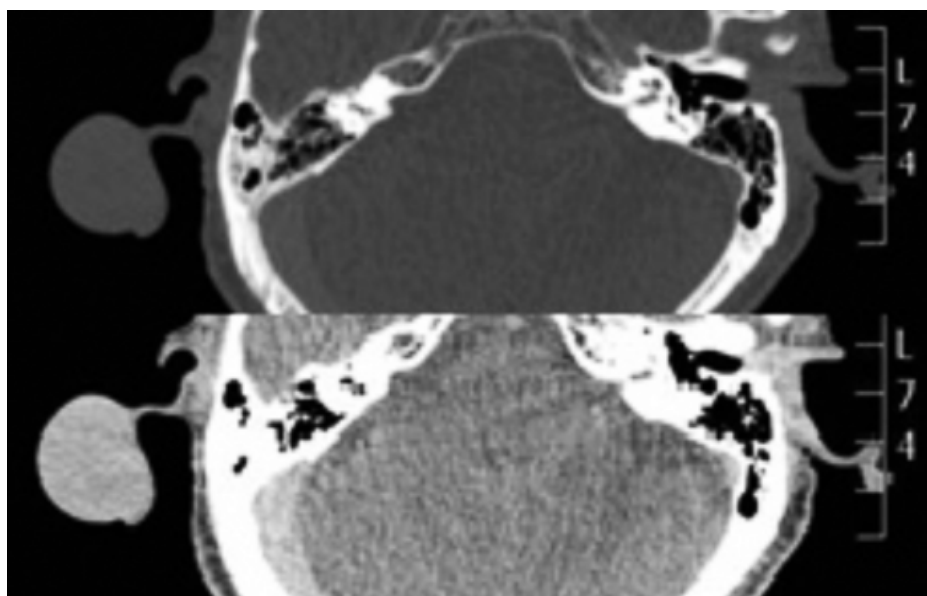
Tomografía computada de oídos. Corte axial simple y contrastado.
